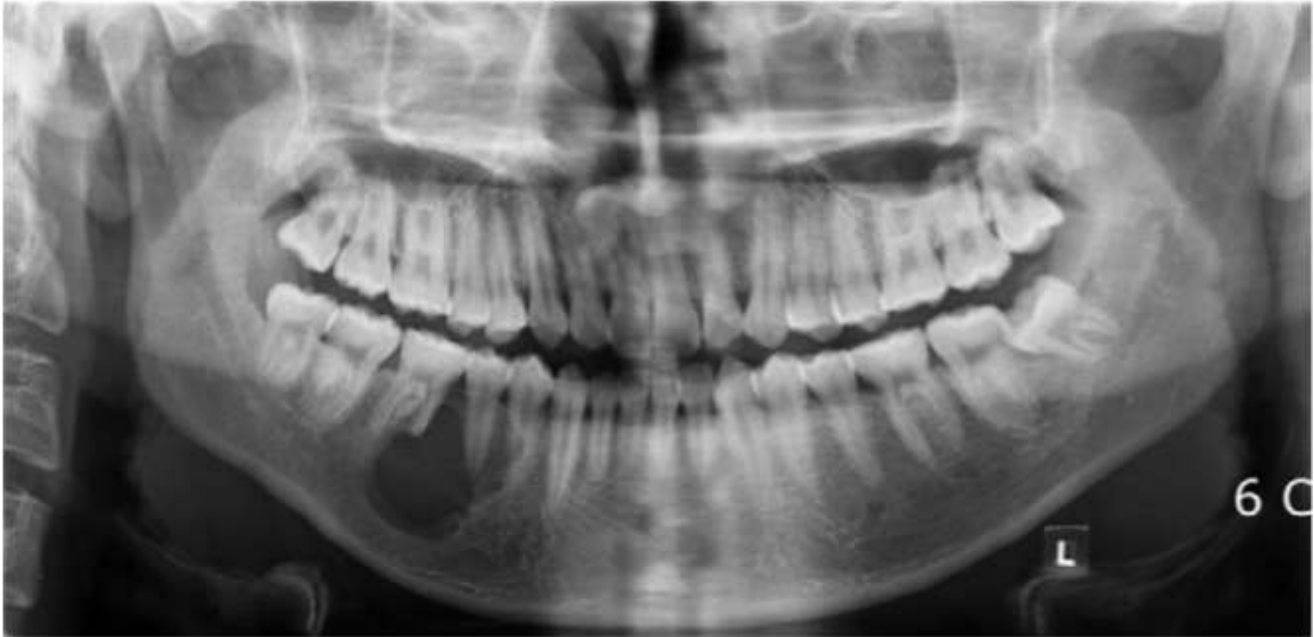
radiographie panoramique montrant un améloblastome développé au niveau de la branche horizontale mandibulaire droite [40]
